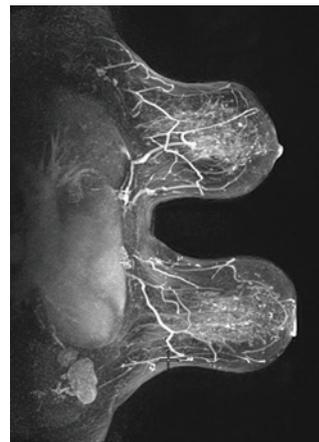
Магнитно-резонансная томография молочных желез: на фоне железистой и жировой ткани изменений сигнала, патологических накоплений парамагнетика не выявлено
